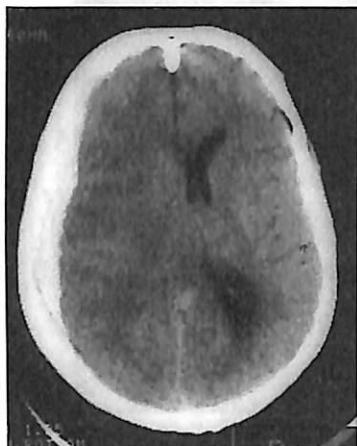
КТ головного мозга, T1-взвешенное изображение. Острая субдуральная гематома в правой лобно-теменно-височной области с дислокацией головного мозга и его сдавлением.
